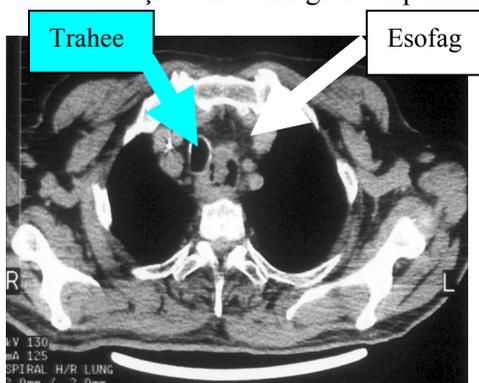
Examen CT spiral. Se evidențiază o formațiune tumorală vegetantă esofagiană toracică 1/3 superioară cu compresia și invazia traheei
